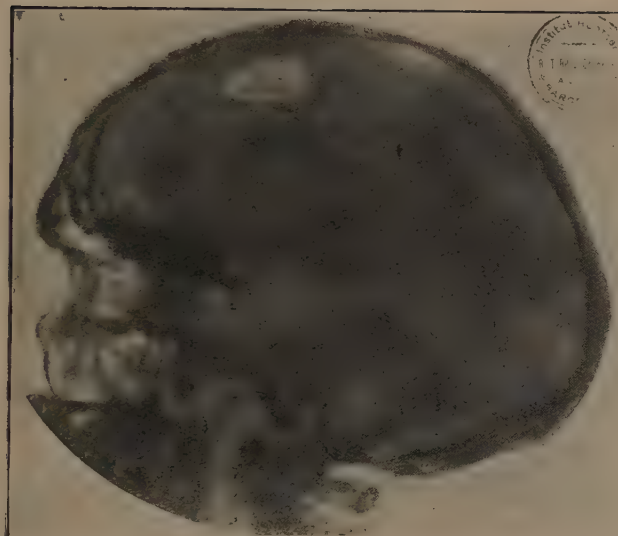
Radiografía de perfil; se aprecia la falta de substancia ósea en el sitio de la herida y el cuerpo extraño metálico.
